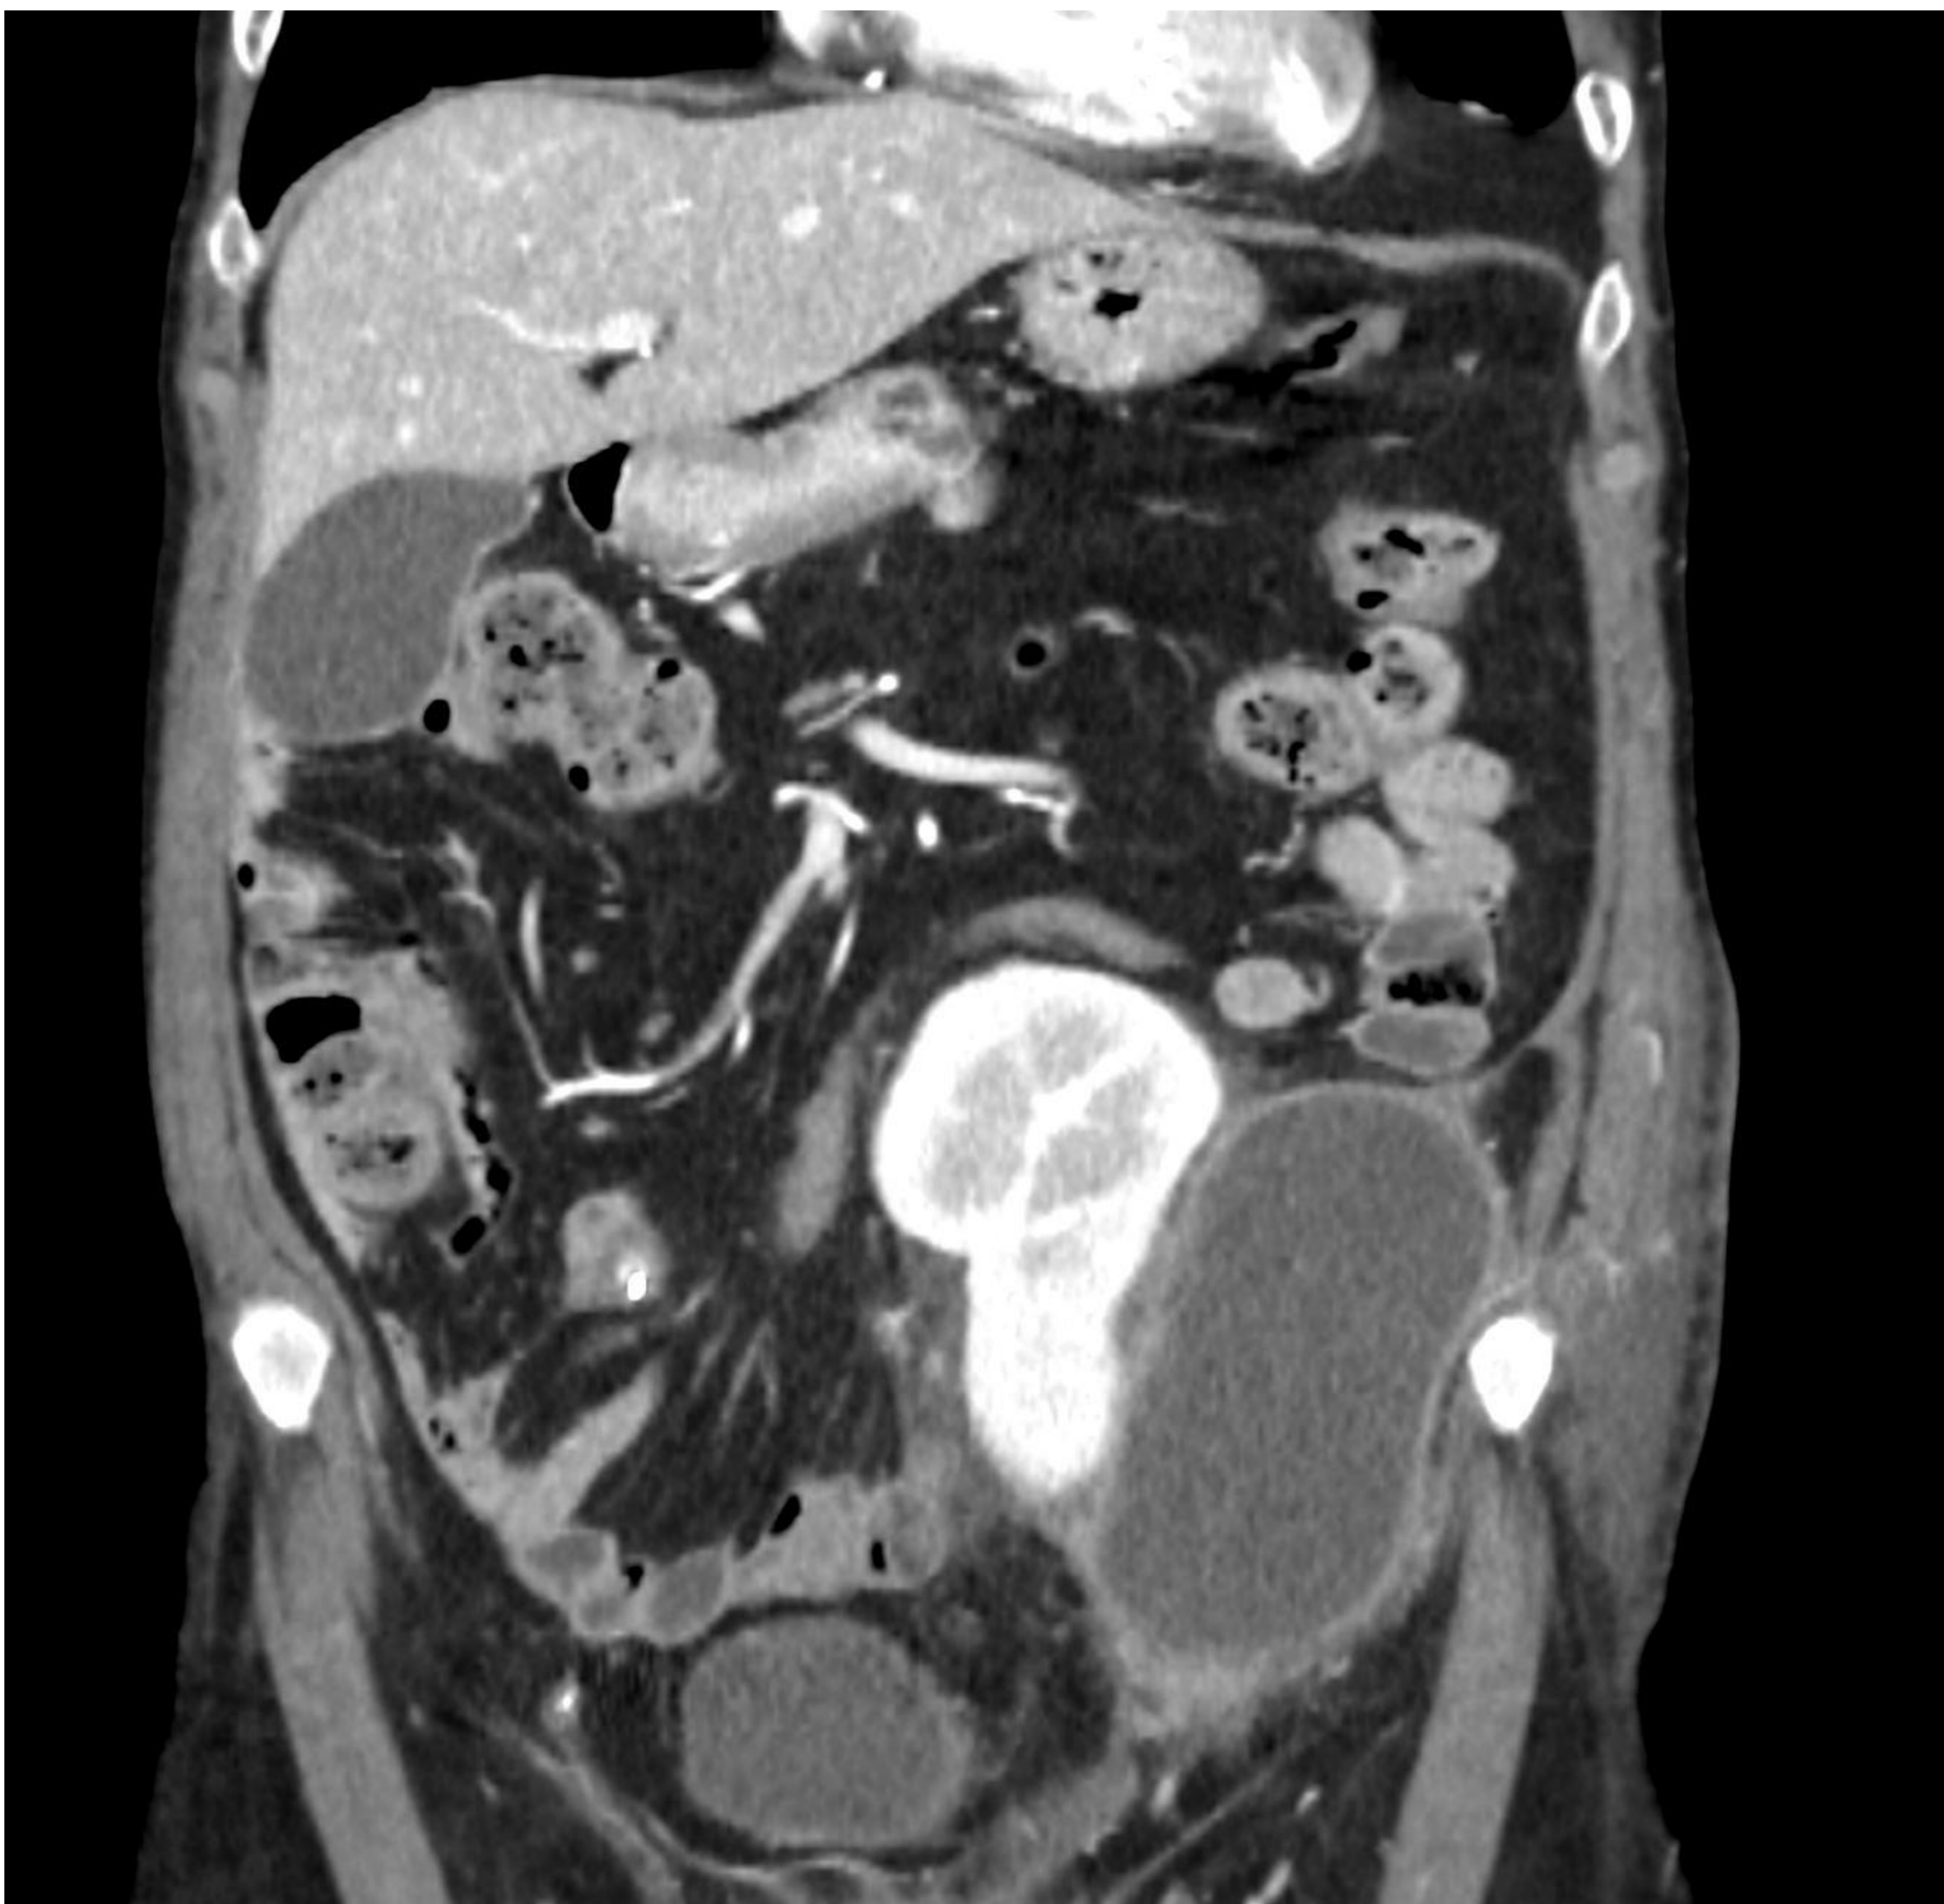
Paciente en 5 día postrasplante que debuta con fiebre y dolor en la zona del injerto. Analíticamente presenta leucocitosis y elevación de reactantes de fase aguda. En el TC se aprecia una colección de gran tamaño con cambios inflamatorios asociados y realce parietal.
